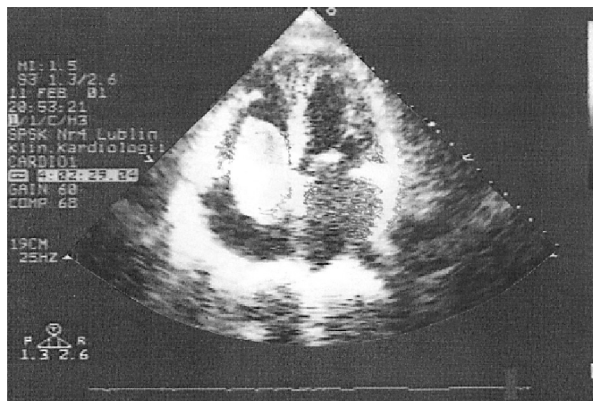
Obraz echokardiograficzny kulistego tworu stwierdzonego w obrębie prawego przedsionka w projekcji koniuszkowej 4CH u chorej K.M.
